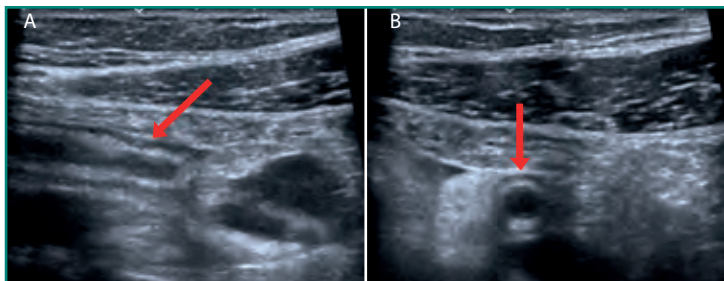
A: ecografía con cortes longitudinales; B: corte transversal que demuestra un apéndice (flechas rojas) engrosado con inflamación de la grasa periapendicular en relación con una apendicitis aguda.
